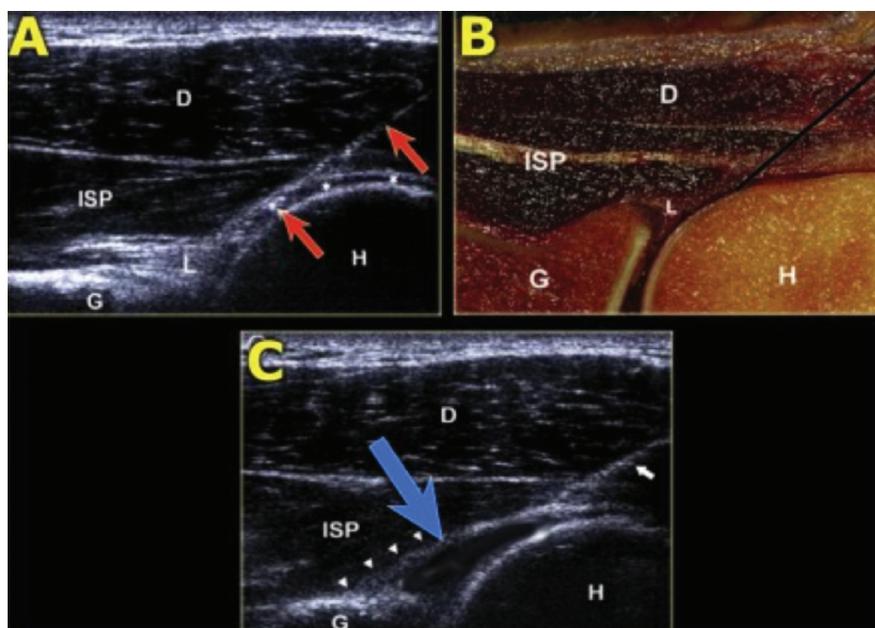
A: immagine ecografica di infiltrazione intra-articolare con accesso posteriore: l'ago è in posizione intra-articolare, nello spazio compreso tra sottospinato (ISP), labbro posteriore (L) e cartilagine omerale; B: stessa immagine corrispondente su una sezione di cadavere; C: visualizzazione ecografica della corretta posizione dell'ago in "real time" durante l'iniezione del farmaco. (da <http://www.radiologyassistant.nl>)
